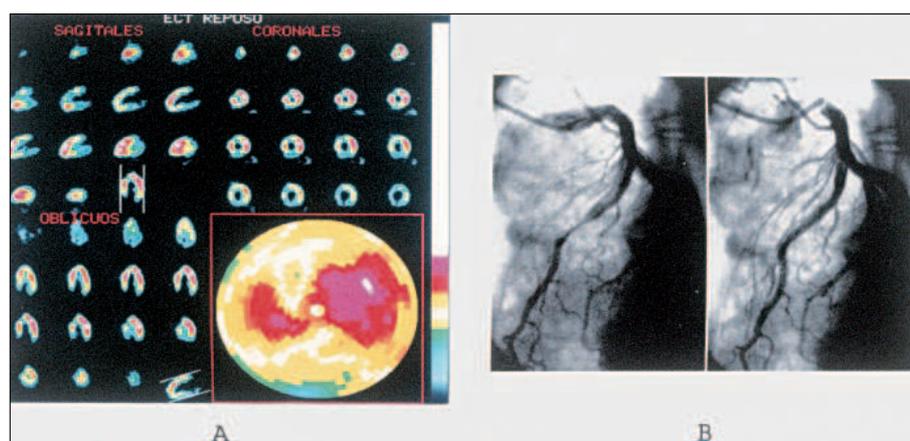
A: gammagrafía cardíaca MIBI SPECT basal. Ligera hipoperfusión anteroseptal y en porción basal de la cara anterior del ventrículo izquierdo (la menor perfusión inferoposterior se debe a la superposición diafragmática y a la atenuación intestinal); B: coronariografía. Proyección oblicua anterior izquierda (craneal). Se observa a la izquierda (en sístole) un importante estrechamiento en el tercio medio de la arteria descendente anterior, que desaparece por completo en diástole (derecha).
